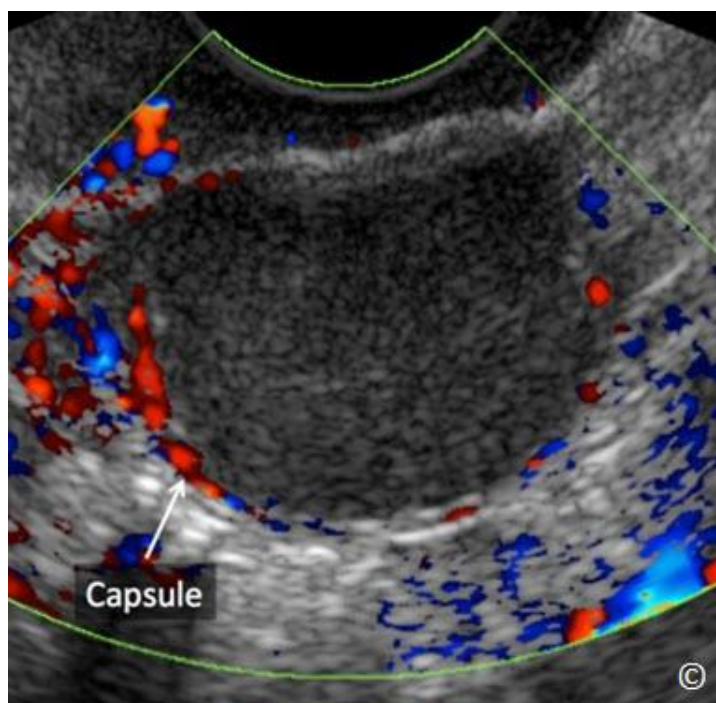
Transvaginální ultrazvuk s barevným Dopplerem u endometriomu, který ukazuje unilokulární masu se vzhledem mléčného skla. Všimněte si absence vaskularity uvnitř útvaru na barevném Doppleru s nízkou rychlostí (5 cm/vteřinu).
